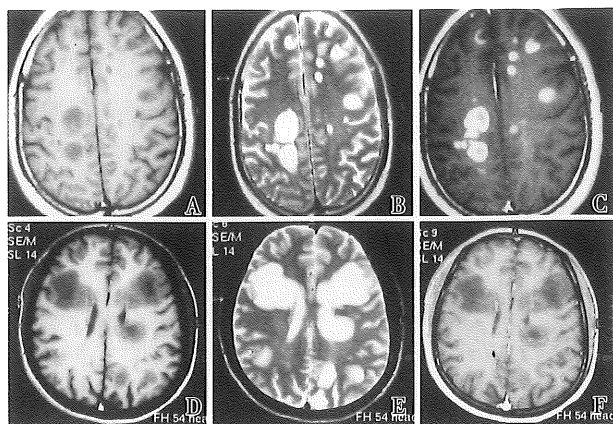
两例 Marburg 型 MS 的头颅 MRI 表现
